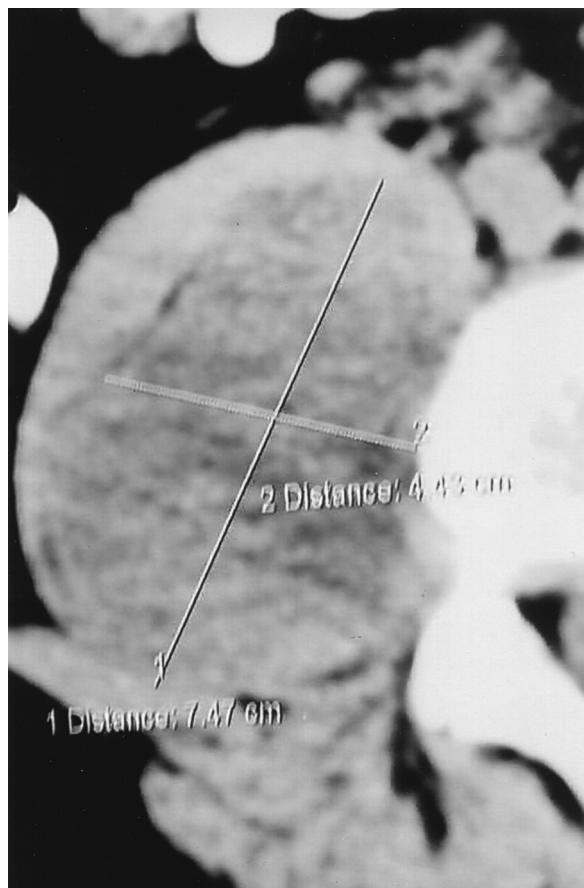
(caso 2) TC evidenciando lesão da região paravertebral direita.
